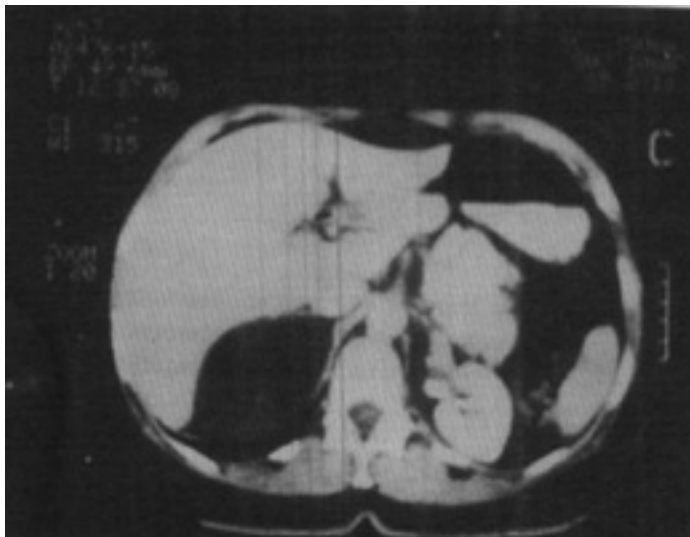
Tomografia do abdome: tumoração hipodensa do polo superior do rim direito.
